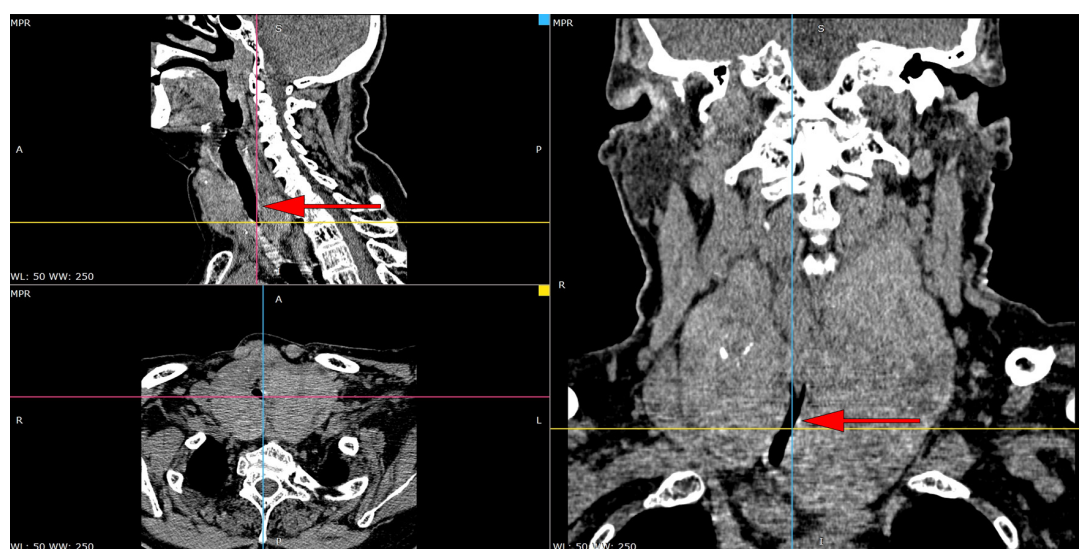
Компьютерная томография шеи. Смещение трахеи вправо за счет компрессии левой долей щитовидной железы. Просвет трахеи сужен до 6 мм (стрелка)
